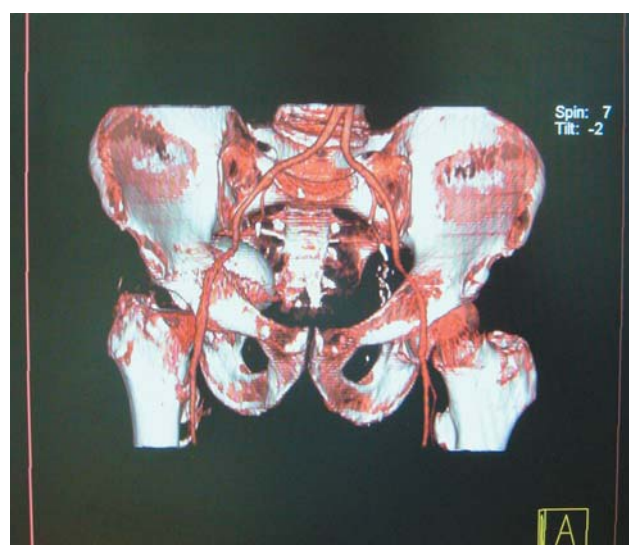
Компьютерная томография больного П., 61 г. с контрастированием сосудов в режиме 3D моделирования. Протрузия вертлужного компонента эндопротеза в полость малого таза.
